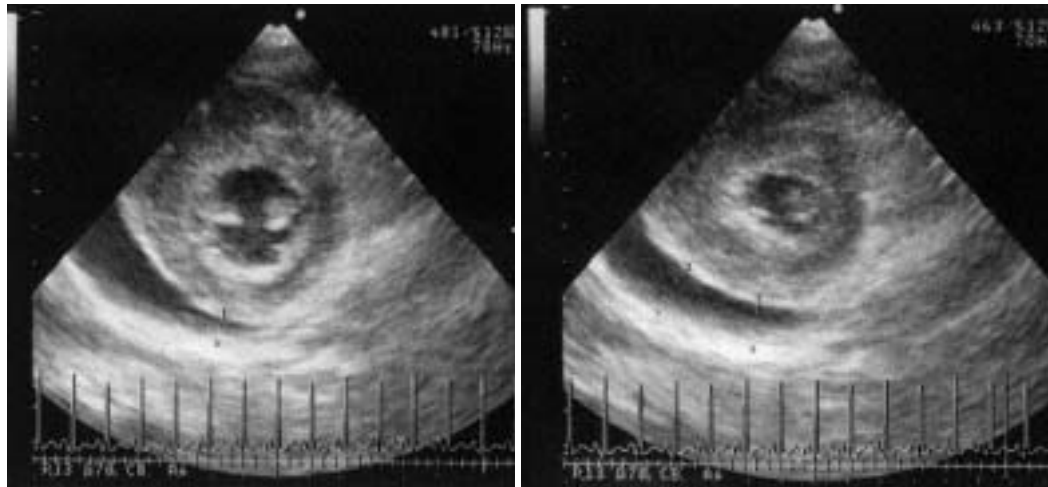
Echocardiograms on admission showing pericardial effusion with thickened left ventricular wall
